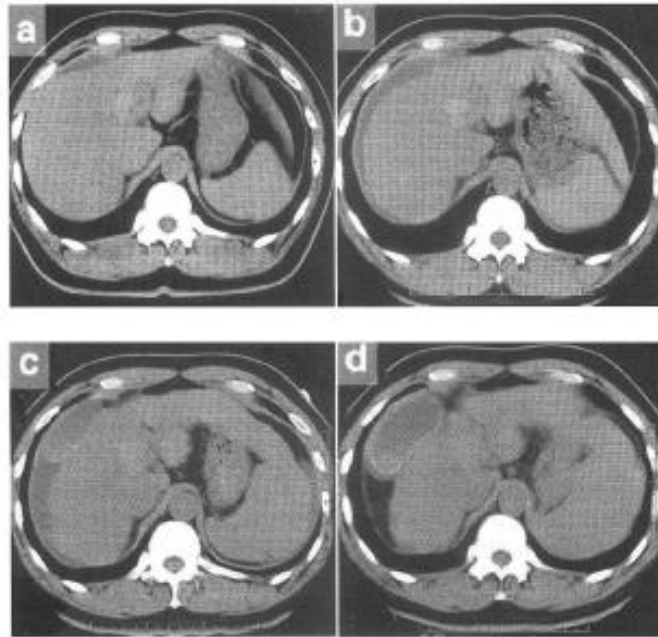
ベンズブロマロンによる薬物性急性肝不全: 腹部CT所見, a) 近医入院時, b) 搬送後
